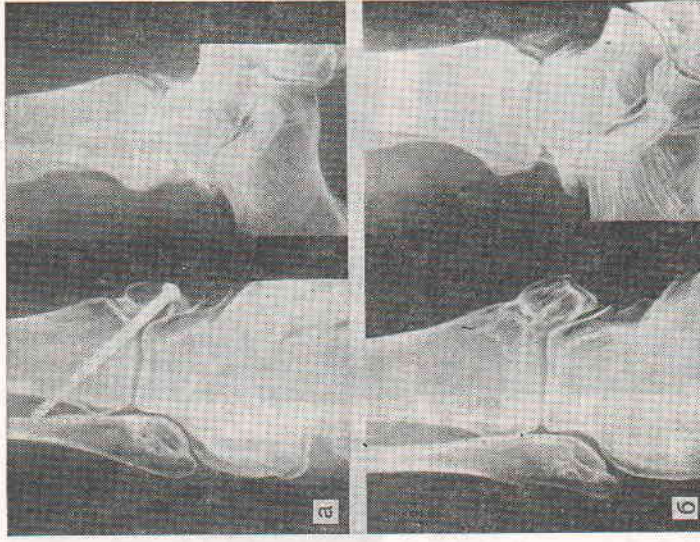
Рентгенограммы больной Н. через 2 мес (а) и 3 года (б) после остеосинтеза и ЭСО. Сросшийся ложный сустав внутренней лодыжки.
